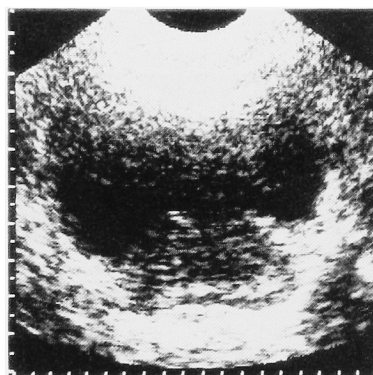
Preoperative transabdominal ultrasonography (3MHz): transverse image.
